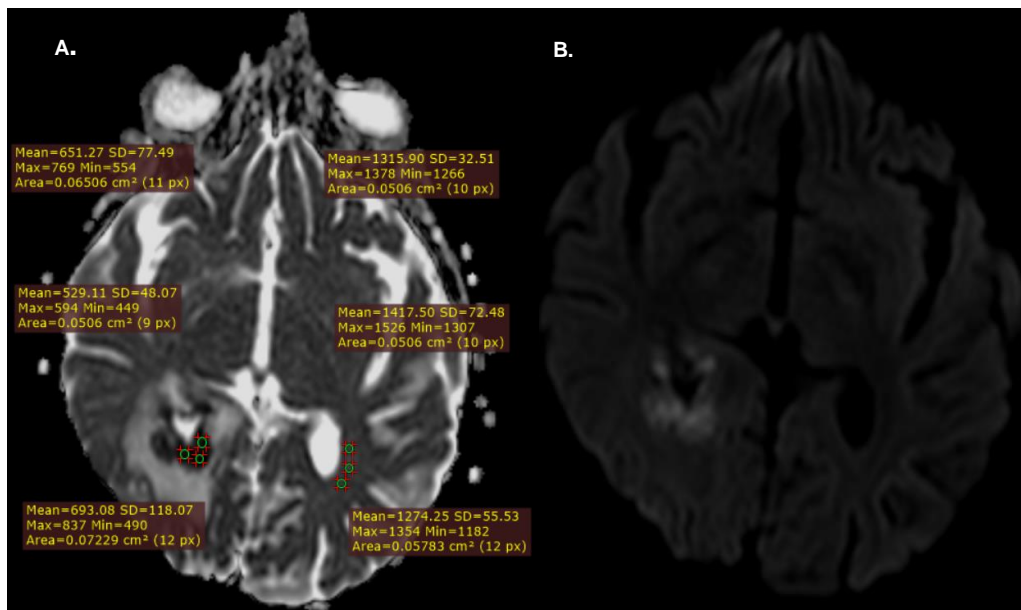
Masculino de 16 años con Leucemia linfoblástica aguda y TCMH – Aspergilosis. Imágenes axiales en A) Mapa ADC con los ROIs tomados para promediar el valor de intensidad de señal. B) DWI en b1000.
